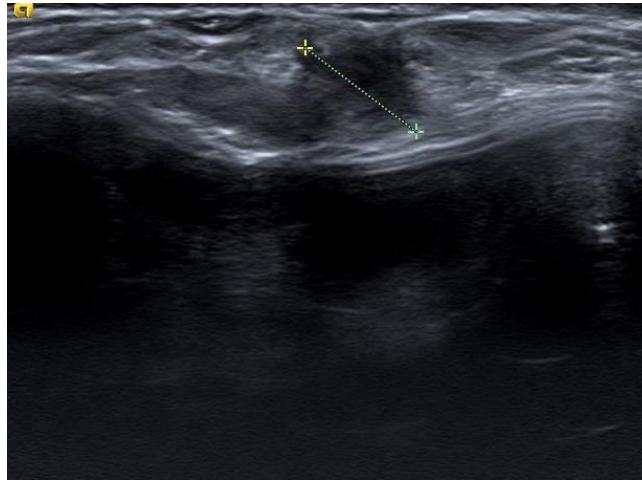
Ecografía mamaria de Caso Clínico 1 nódulo sólido, mal definido de 25x23x29 mm.
